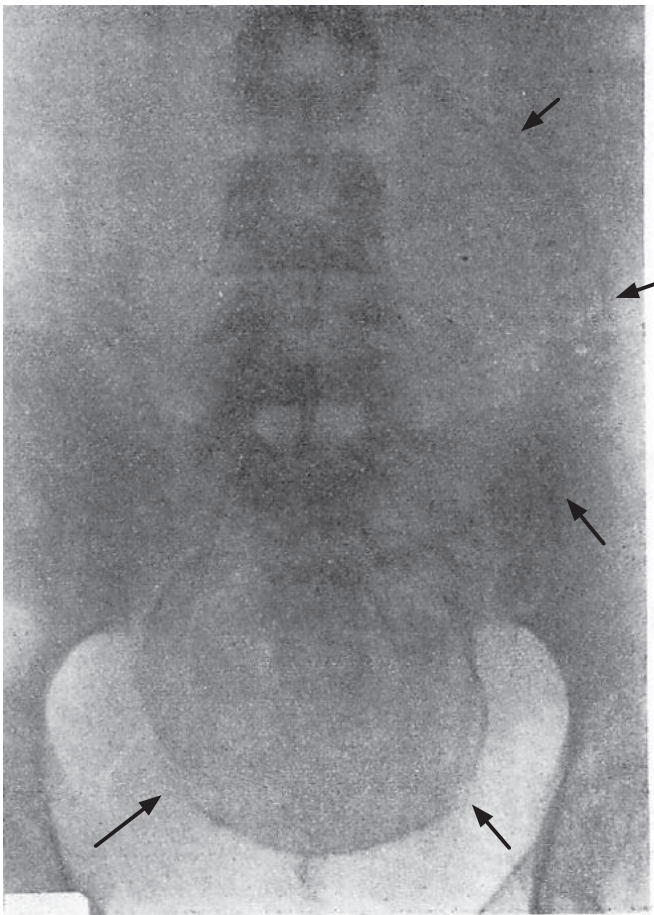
M.B. 夫人. No.5164. 妊娠 8 1/2 ヲ月. 1930 年 5 月 9 日, 妊婦が依頼で診察. 胎児心音正常. 胎動あり. 1930 年 5 月 12 日メソジストエビスコバル病院入院. 胎児心音聴取せず. 2 日間胎動なし. X線は, 明らかな頭蓋骨の重なりと脊椎の彎曲を認める [矢印は訳者による]. 2 日後に死産. 胎児死亡 48~72 時間で X線による胎児死亡が診断でき, 我々の症例では最も早期であった.
